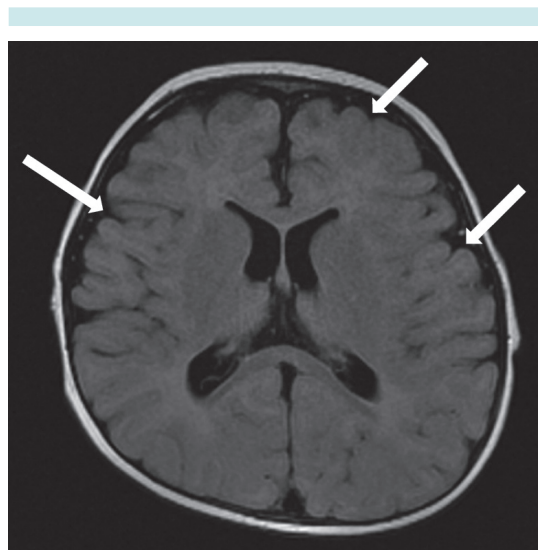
Resonancia magnética cerebral, corte axial de un niño de 1 año de edad en la que se muestra atrofia cerebral (flechas).
